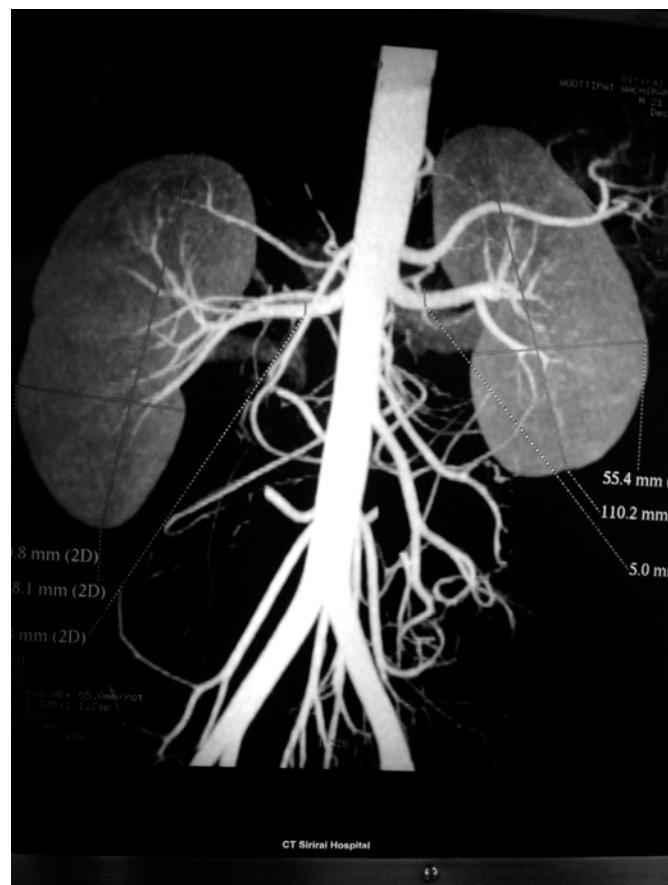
A three-dimensional reconstruction of CTA demonstrates renal artery and veins.
